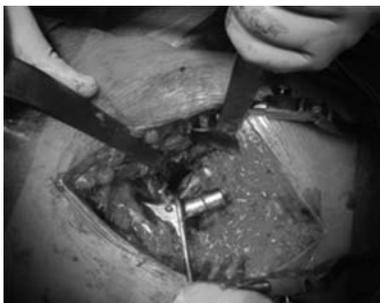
Удалена головка эндопротеза. Видна протрузия чашки эндопротеза
